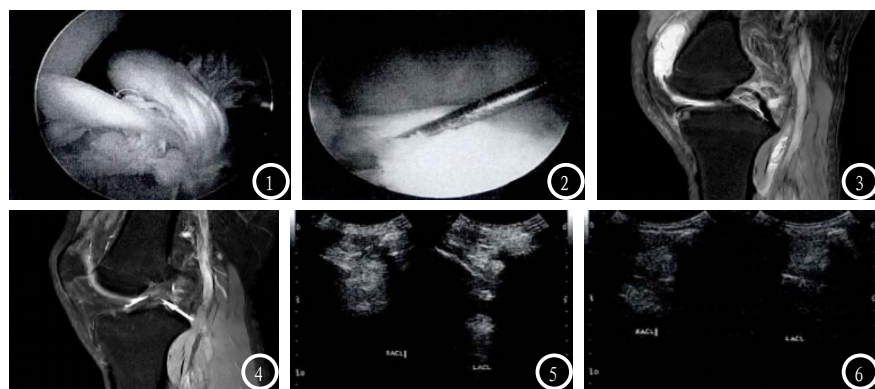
关节镜下ACL完全损伤; 图2 关节镜下ACL部分损伤; 图3 MRI下ACL完全损伤; 图4 MRI下ACL部分损伤; 图5 左ACL完全损伤, 右ACL正常; 图6 左ACL部分损伤, 右ACL正常。
